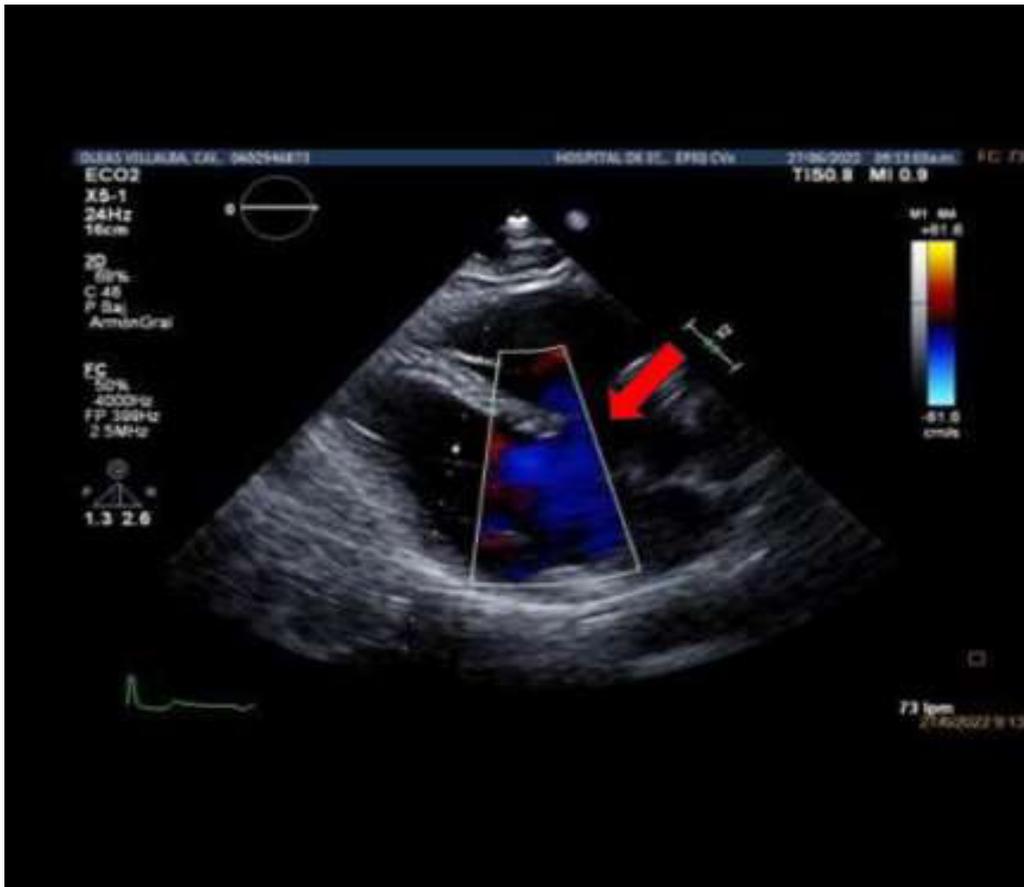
Ecocardiograma donde se aprecia Foramen oval permeable con shunt severo de derecha a izquierda perceptible incluso sin maniobras de Valsalva en estudio con solución salina agitada
